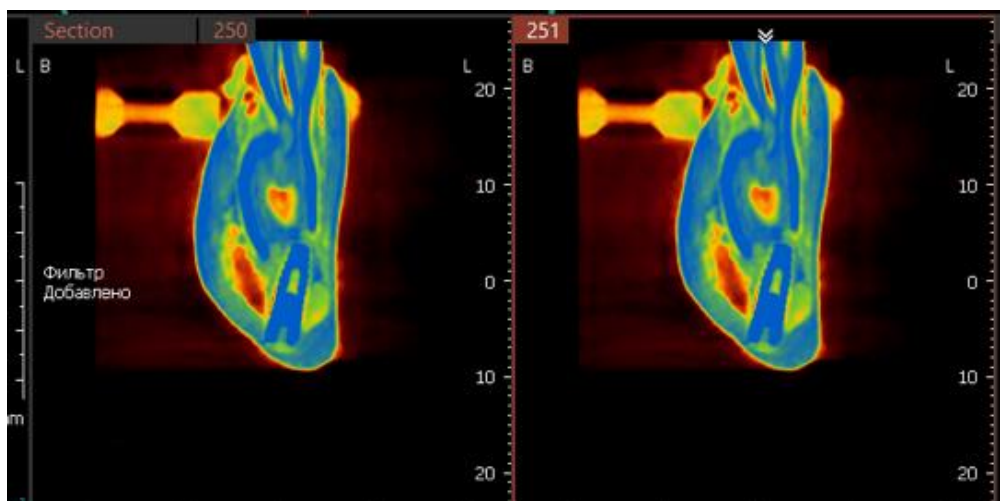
Томограмма на уровне имплантата 4.3, определяется неравномерная плотность костной ткани по периферии имплантата
